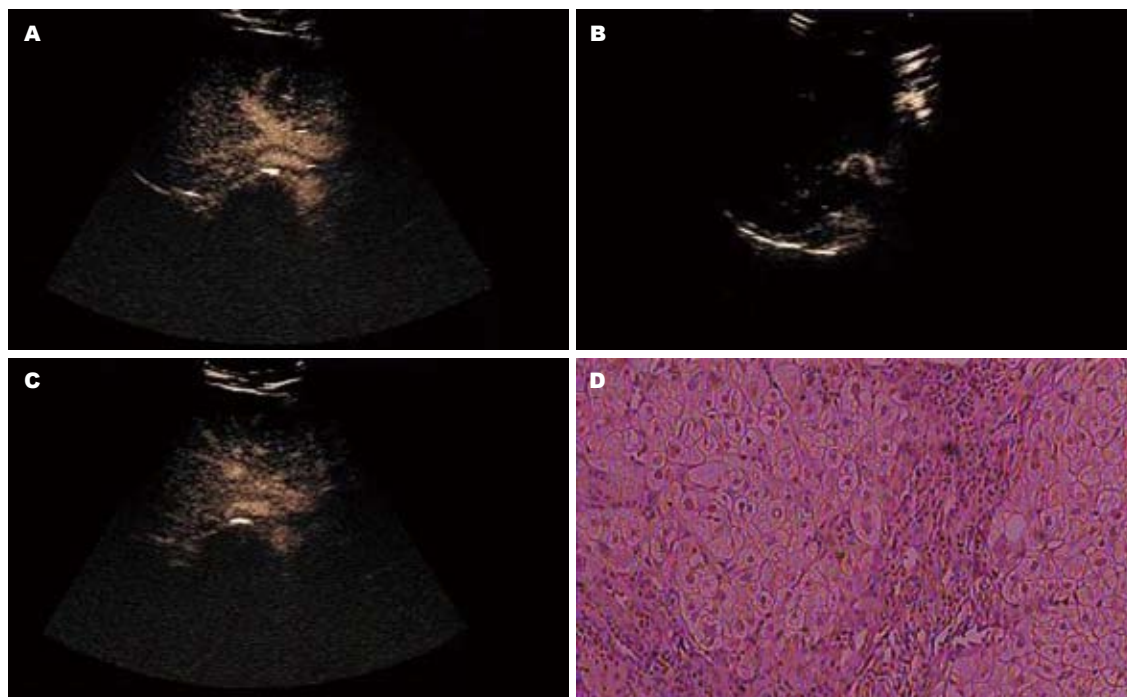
重度肝纤维化超声造影图及肝组织活检图。A: 造影剂到达门静脉时间20 s; B: 造影剂到达肝动脉时间16 s; C: 造影剂到达肝静脉时间26 s; D: 肝组织活检见大量纤维间隔形成伴小叶结构紊乱。
